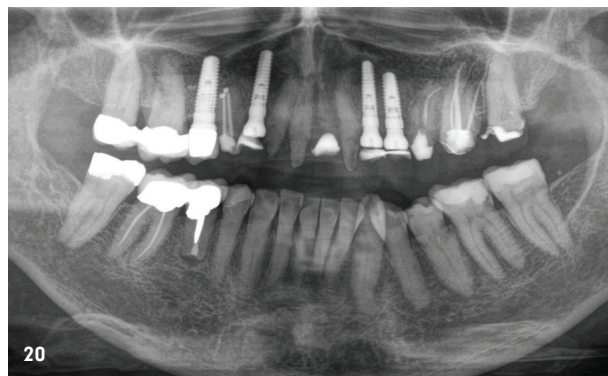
Weichgewebeausformung mittels wide body-Gingivaformern. – Abb. 20: Röntgenkontrollbild vor der prothetischen Versorgung. – Abb. 21: Stabile entzündungsfreie Mukosa zum Zeitpunkt der Abformung. – Abb. 22: Abformung nach finaler Präparation mit geschlossener Löffeltechnik. – Abb. 23: Einprobe der Implantat-abutments.
